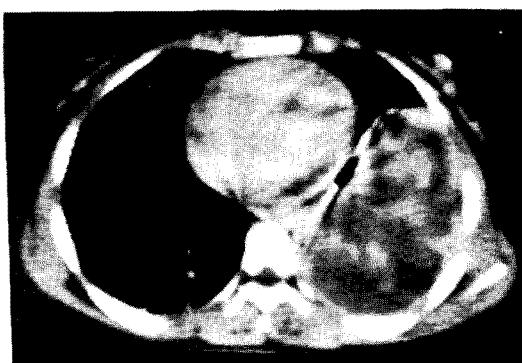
Chest CT: The soft tissue mass with inhomogenous increased density is seen in left lower lung.
